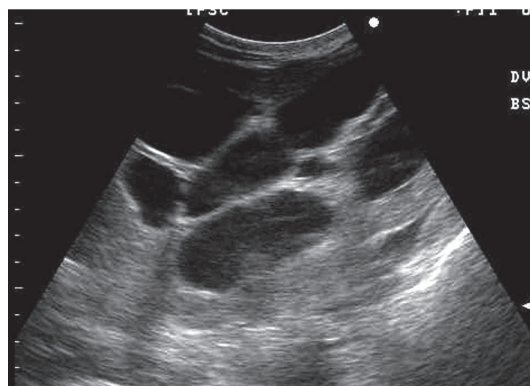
図 6-5 の右腎臓のエコー像（右臍部から観察）。腎盂の拡張と実質の菲薄化が確認できる。
